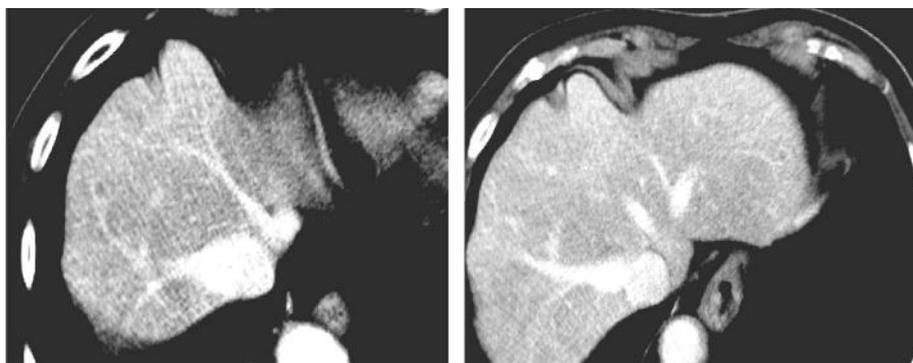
Evidenza TC di due piccole lesioni ripetitive epatiche all'VIII e II segmento.
